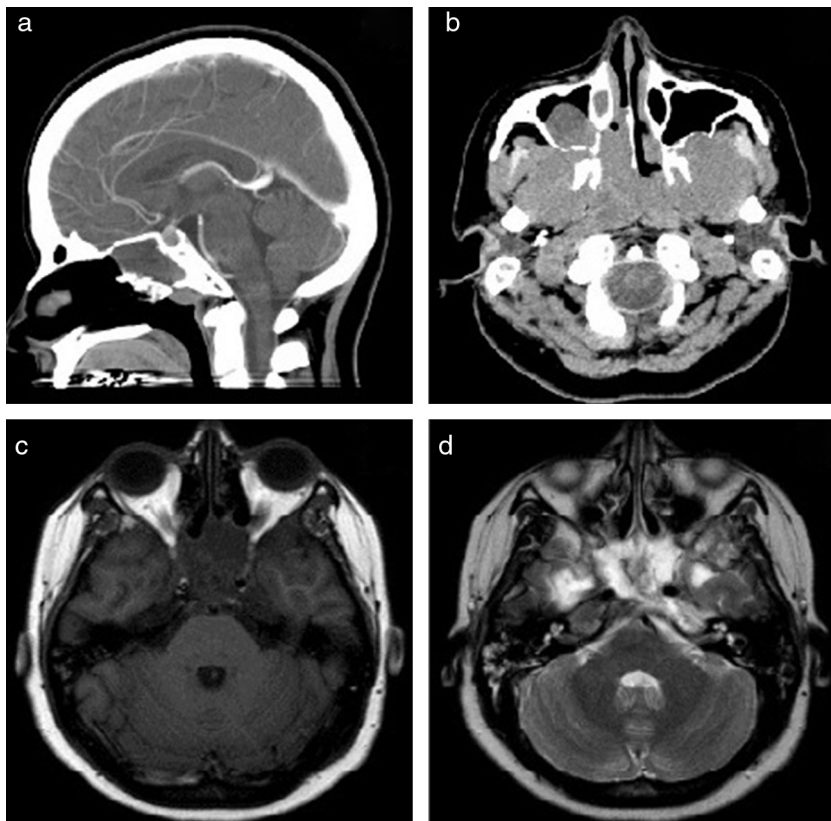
Tomografía computarizada con contraste, cortes sagital y axial, que demuestra un extenso tumor de base de cráneo de $3,4 \times 4 \times 2,4$ cm, con densidad de partes blandas, que compromete fosa de esfenoideas y *clivus* que se extiende a celdillas etmoidales, senos maxilares, espacio mastoideo, fosa infratemporal, fosa pterigomaxilar y nasofaringe que compromete esfenoideas y *clivus*, el cual se extiende hacia ambas fosas temporales y partes blandas de fosas pterigomaxilares (c y d).
